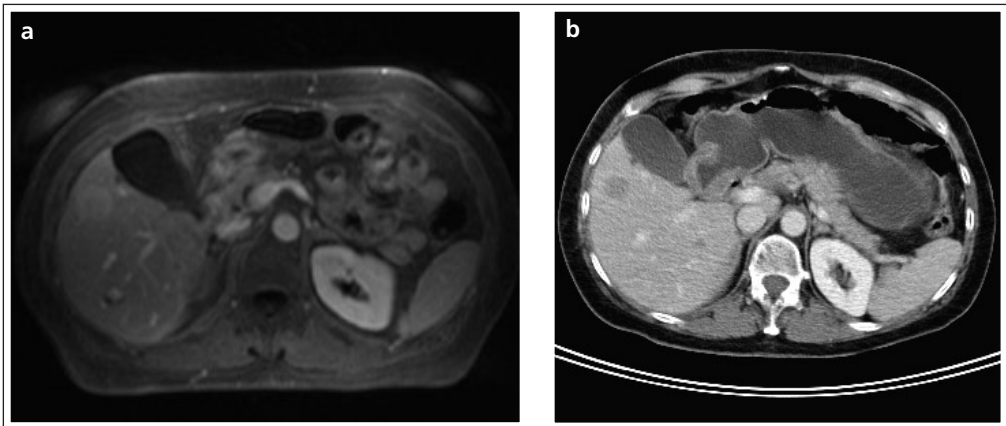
a, b Insbesondere bei der Erkennung von Lebermetastasen zeigt die VIBE-Bildgebung eine hohe Sensitivität (a) mit guter Korrelation zum CT (b).
